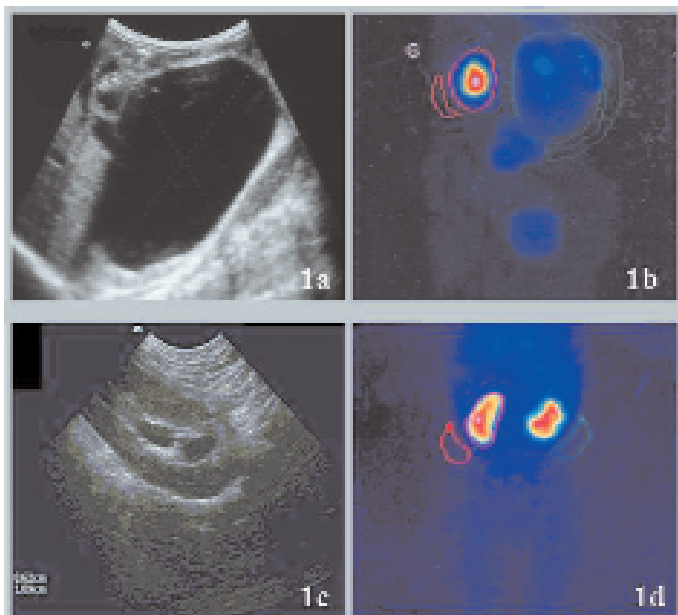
Aspects échographiques et scintigraphiques (Mag 3) pré-opératoires (1a, 1b) et post-opératoires tardifs (1c, 1d) d'une hydronéphrose géante néonatale. Sur la scintigraphie préopératoire, le parenchyme rénal n'est pas clairement identifiable du côté atteint (1b). Sur l'échographie post-opératoire (1c) la dilatation pyélique résiduelle est minime, et l'aspect du parenchyme rénal satisfaisant.
